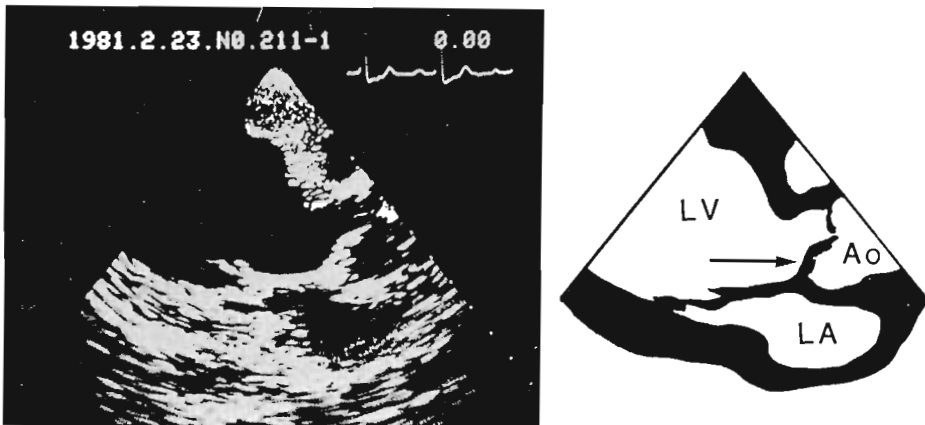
Long axis cross-sectional echocardiogram of prolapse of the noncoronary cusp (F. Y., 72 yrs, female).
